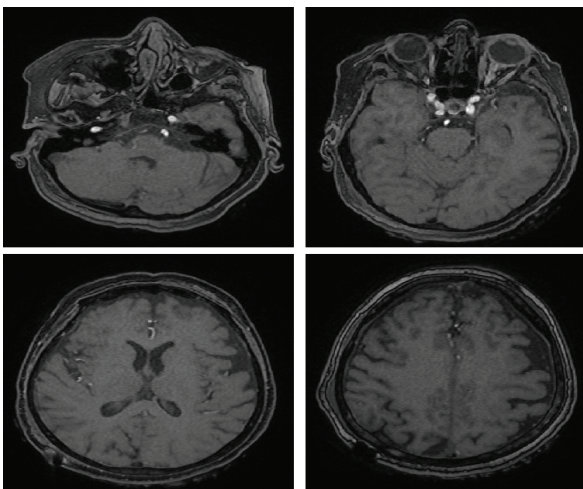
MRI scans of the patient (Reported normally by radiologist)
